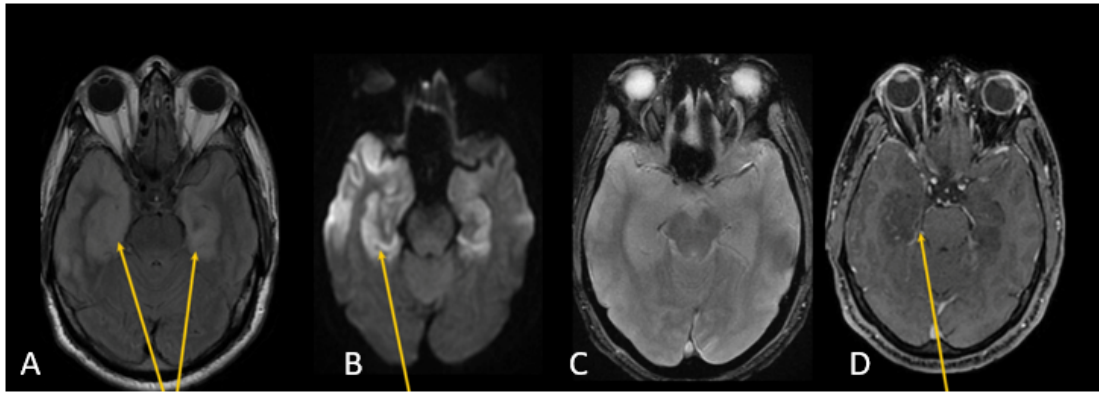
Encephalite à HSV. Séquences axiales FLAIR (A) – DWI (B)– SWI (C)– T1 après injection (D). Atteinte des lobes temporaux, asymétrique, à prédominance droite. Source : CHU d'Orléans.
